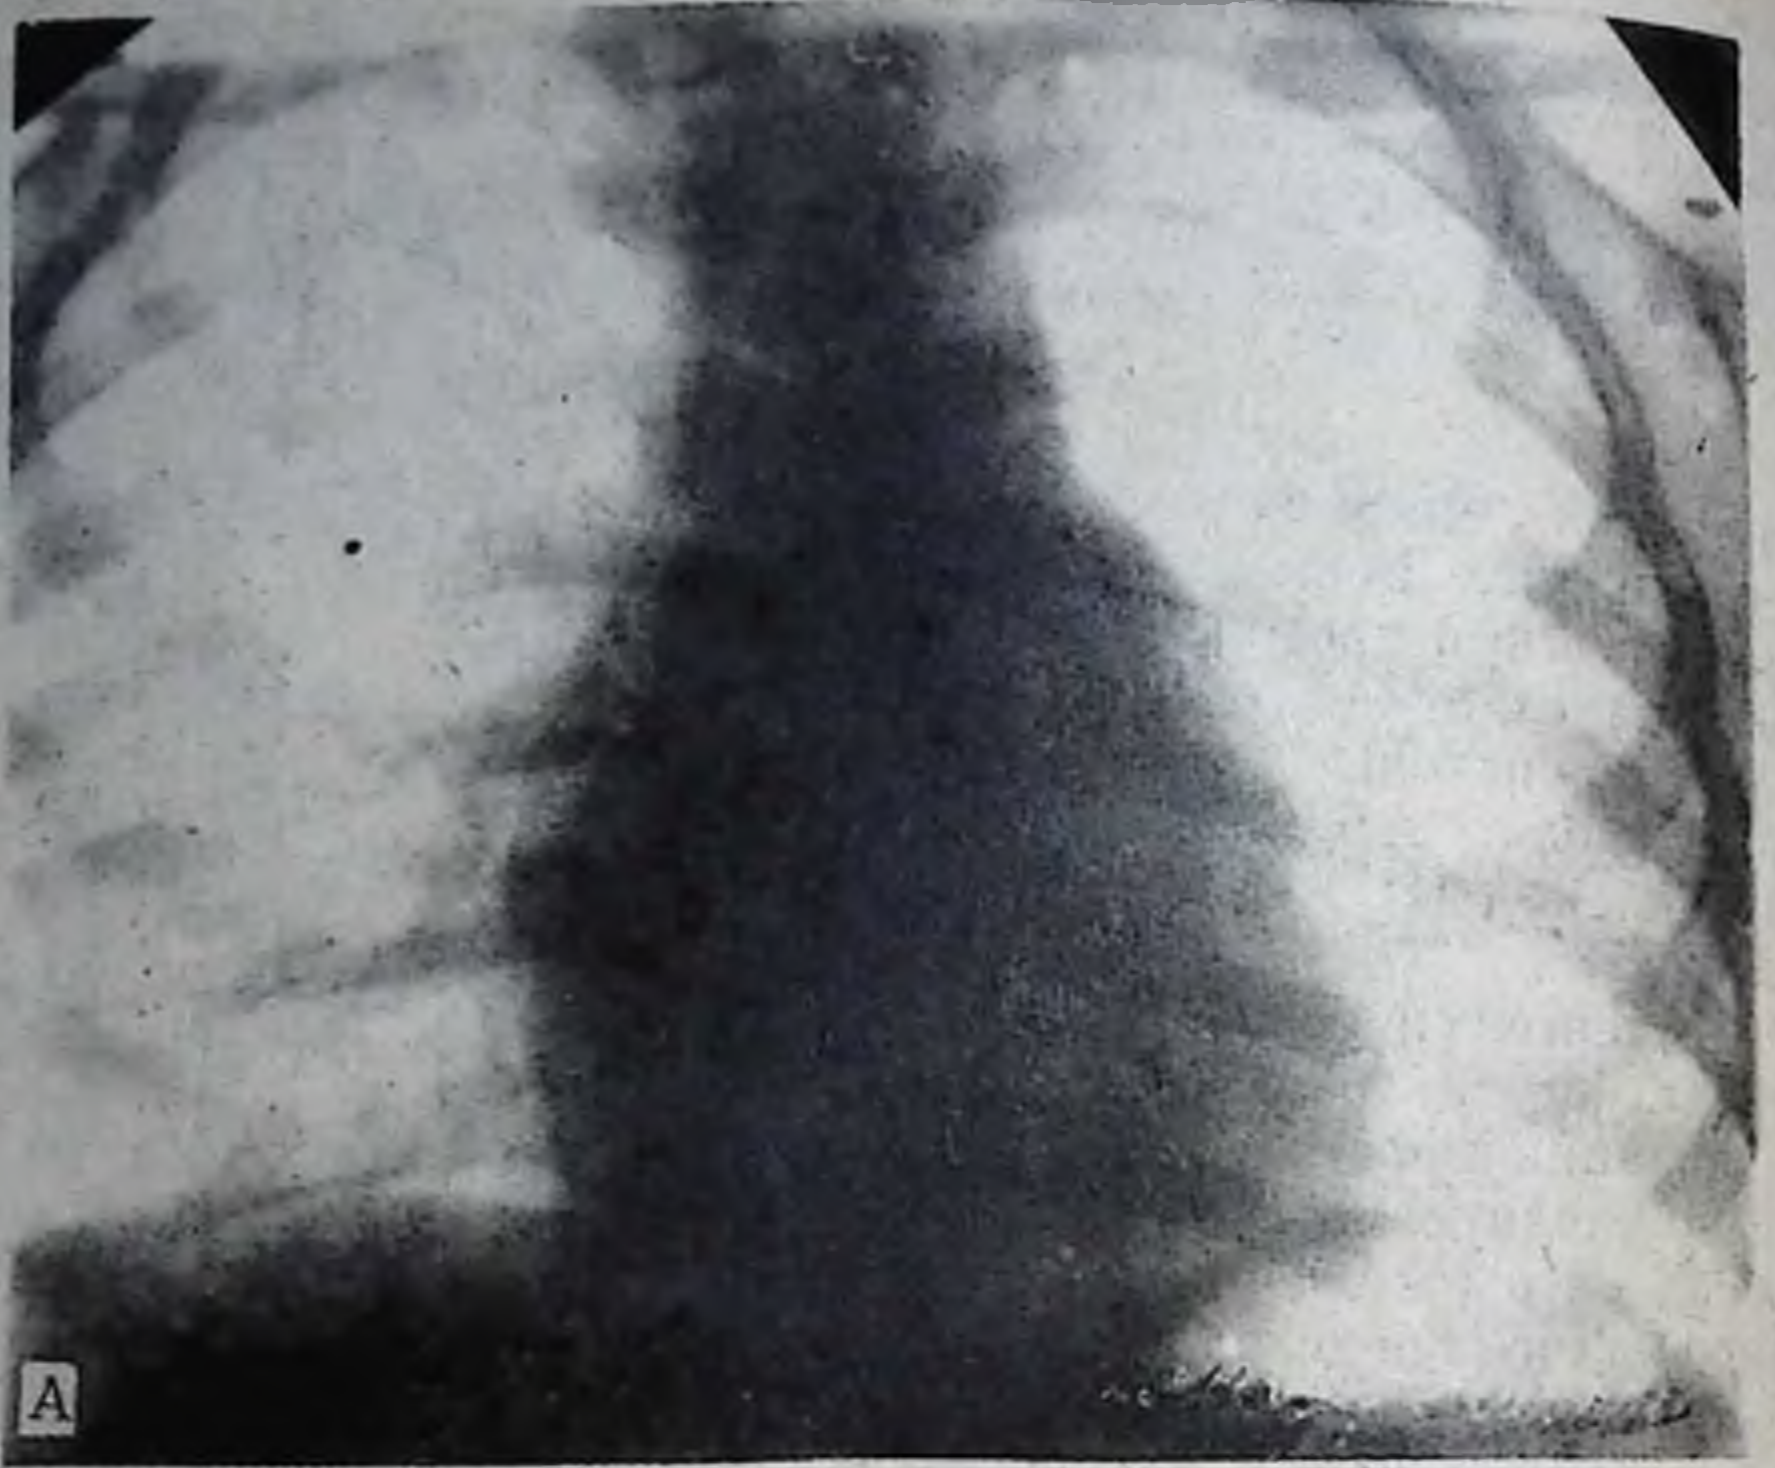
Рентгенограмма грудной клетки в прямой проекции ребенка М., 4 лет.
